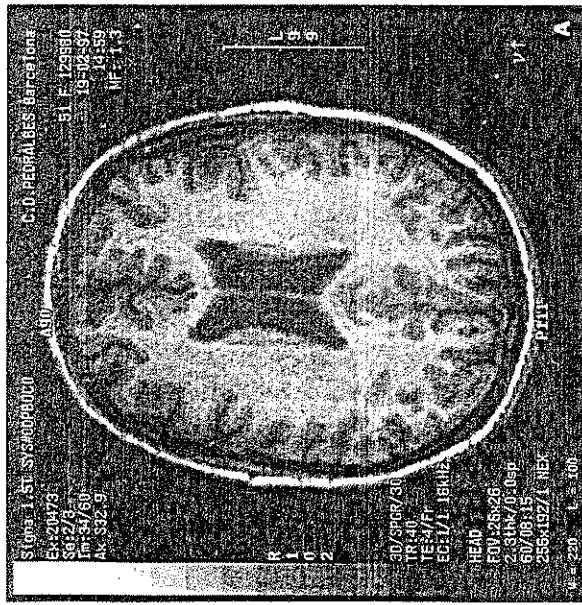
A-B) Resonancia magnética dentro de la normalidad, cortes transversal y sagital, de un paciente con problemas de diagnóstico diferencial entre depresión y demencia incipiente.
